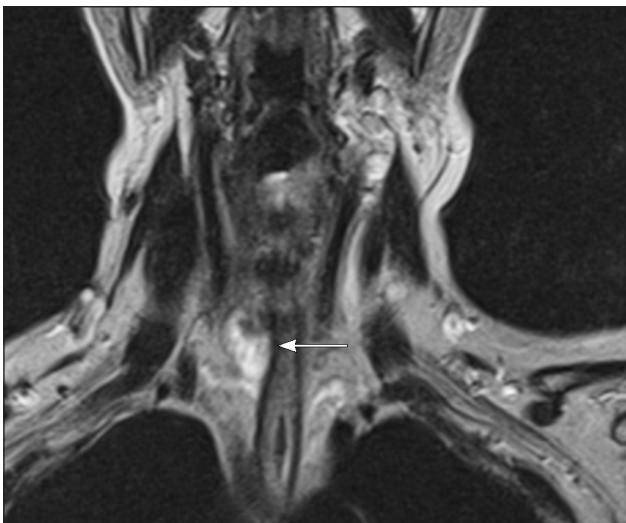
МРТ шеи пациентки с узловым зобом (стрелка) спустя 2 мес после сеанса ЛИТТ
